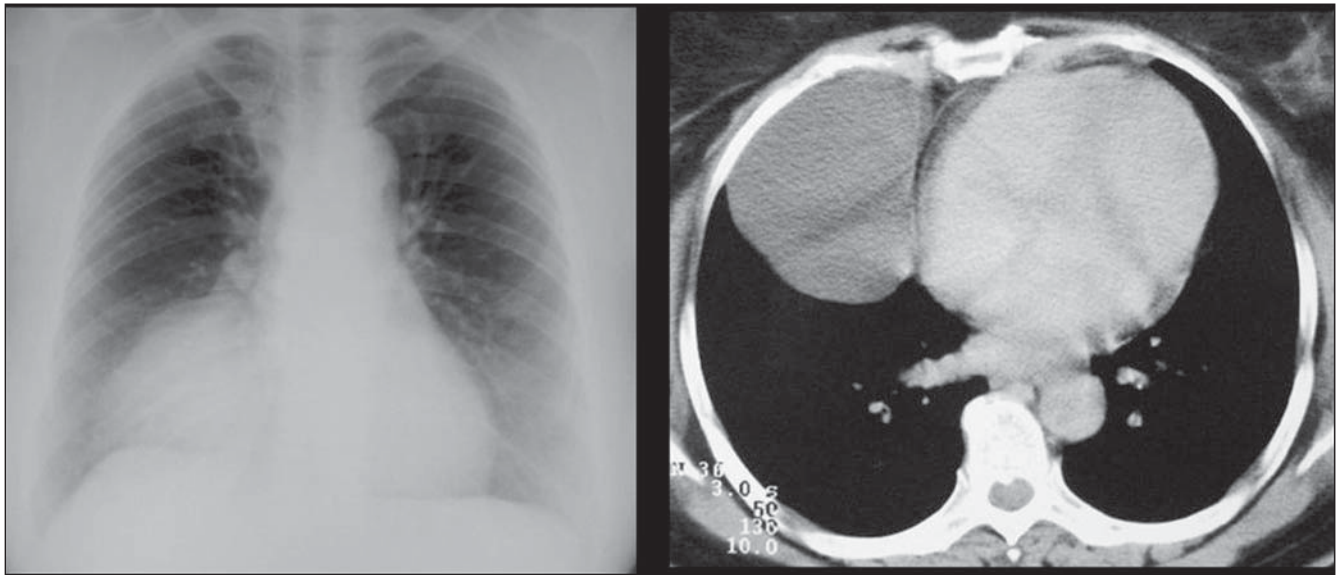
Paciente do sexo feminino, 52 anos de idade. Radiografia e TC de tórax demonstram formação cística bem delimitada no seio cardiofrênico anterior direito. Localização e aspecto clássicos de cisto pericárdico.
